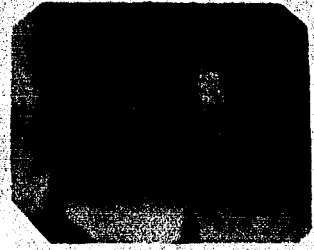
Radiografía del caso (6) A, después del tratamiento.
